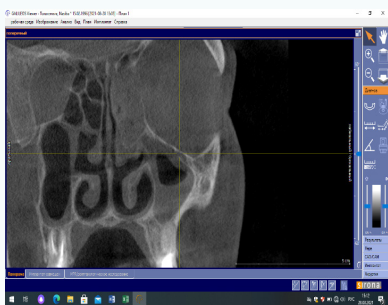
Больной Д., 31 год. 3D рентгенография околоносовых пазух. Выявление субтотальных и тотальных участков затемнений в левой верхнечелюстной пазухе и этмоидальных ячейках
